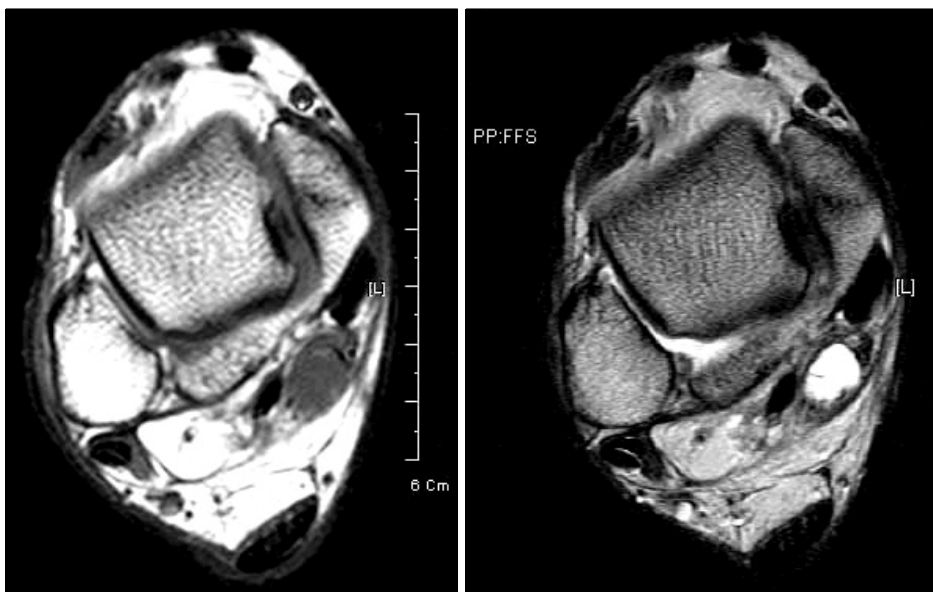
T1 weighted axial and T2 weighted axial MR images of the foot show a round cystic lesion along the course of the medial plantar nerve.
